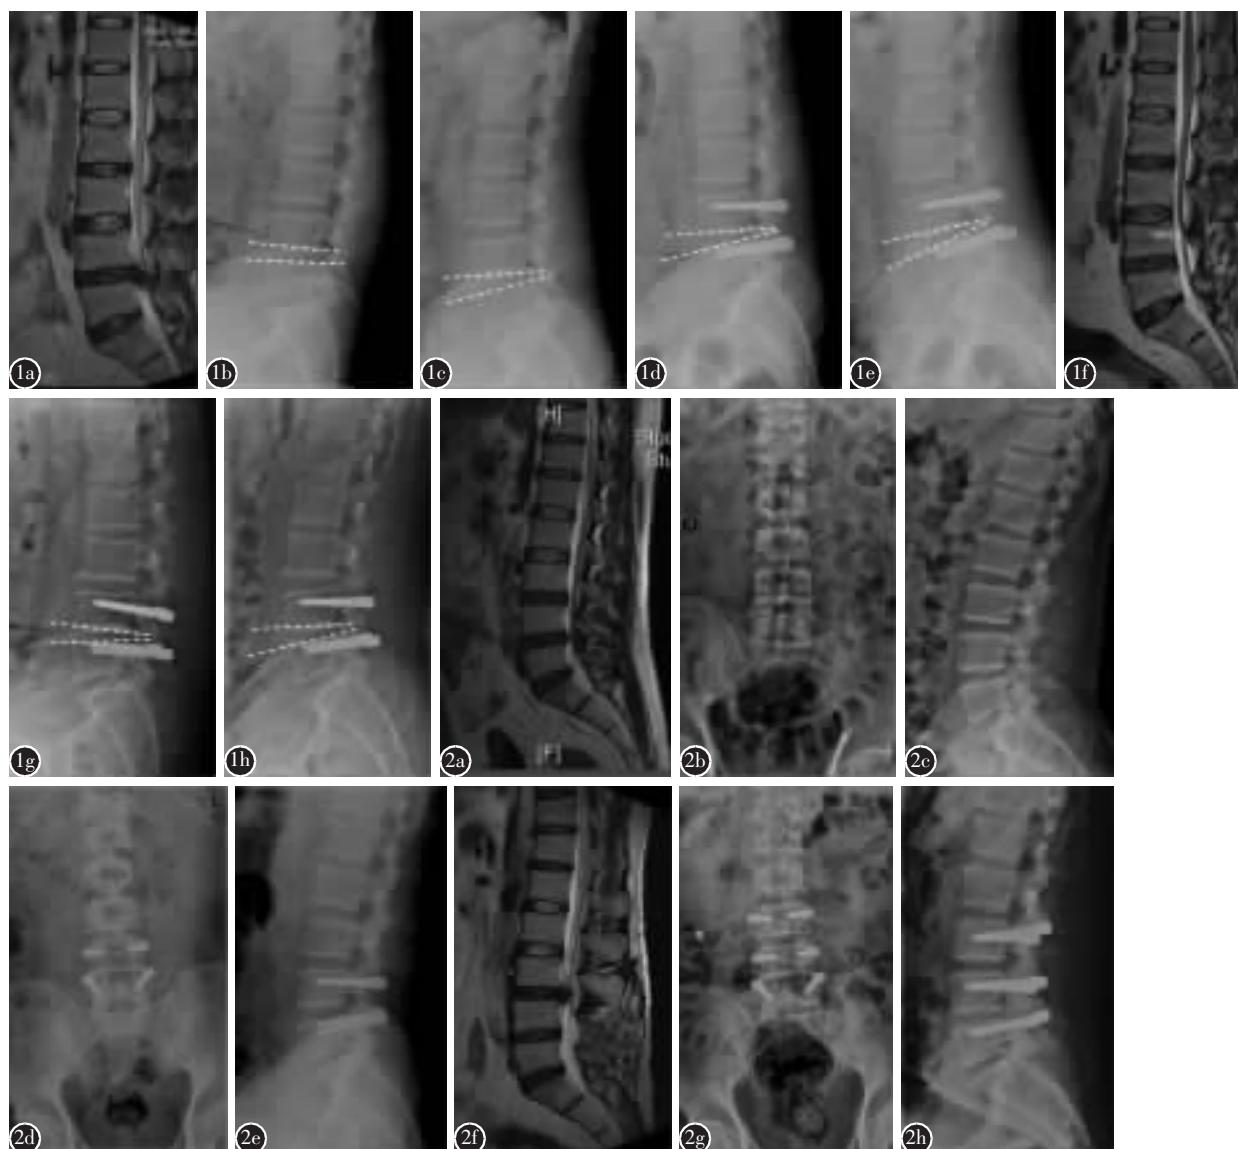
患者 48 岁,男性,因腰椎间盘突出症行 L4/5 Dynesys 动态内固定术 a 术前 MRI 示 L4/5 椎间盘突出 b,c 术前腰椎前屈后伸位 X 线片示手术节段 ROM 6° d,e 术后 3 个月腰椎前屈后伸位 X 线片示手术节段 ROM 2° f 术后 4 年 MRI 示 L4/5 椎间盘退变无加重 g,h 术后 4 年腰椎前屈后伸位 X 线片示手术节段 ROM 4° 图 2 患者男性,39 岁,因腰椎管狭窄症行 L4/5 Dynesys 动态内固定术,术后 24 个月因 L3/4 椎间盘突出症行二次 Dynesys 动态内固定手术 a 术前 MRI 示 L4/5 椎管狭窄 b,c 术前正侧位 X 线片示腰椎曲度正常 d,e 术后正侧位片示 L4/5 螺钉位置良好 f 术后 24 个月 MRI 示 L3/4 椎间盘突出 g,h 二次术后正侧位 X 线片示 L3~L5 螺钉位置良好
